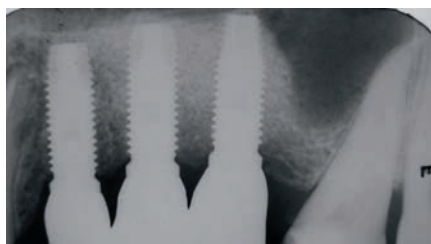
Рентгенограмма случая использования Bone Ceramic: 180 дней после операции и 1 год после установки коронки соответственно
